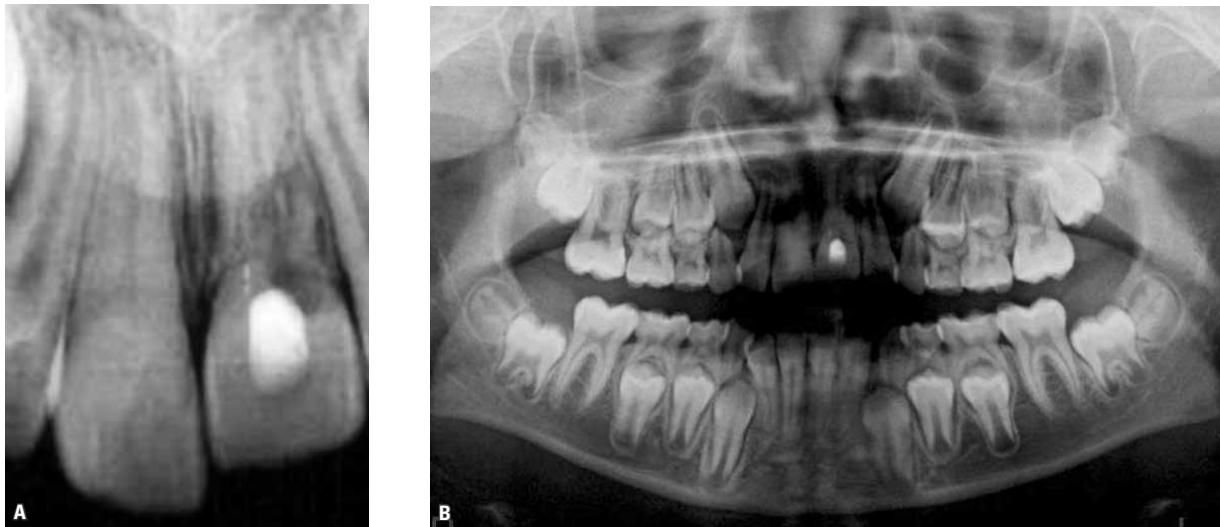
Radiografias periapical (A) e panorâmica (B) indicando a reabsorção cervical no dente 21.
